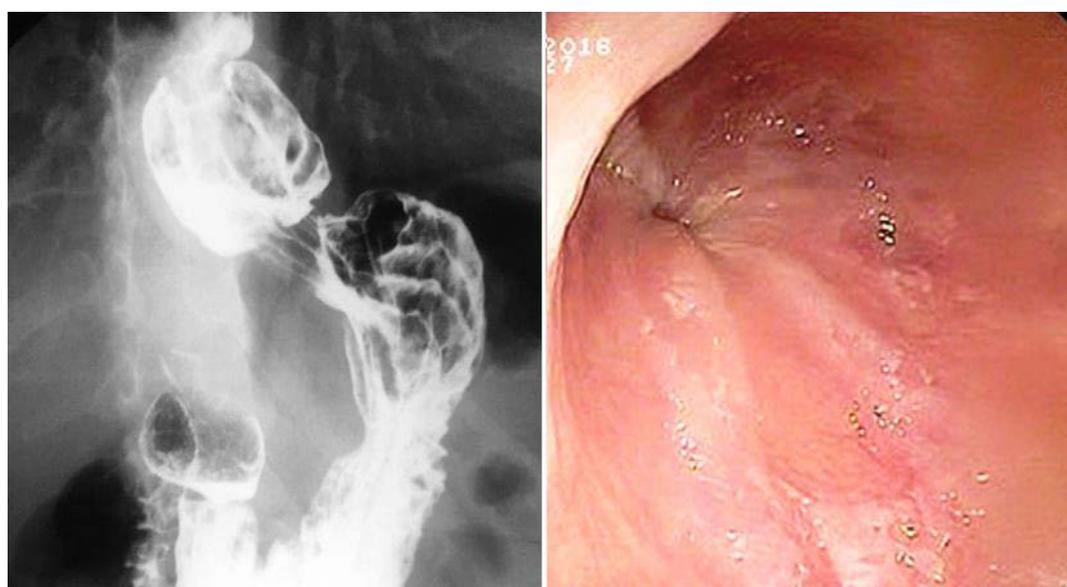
^А Инструментальное исследование ^Б больного Г. спустя 16 месяцев после операции: А – рентгенограмма; Б – эзофагогастродуоденоскопия.
